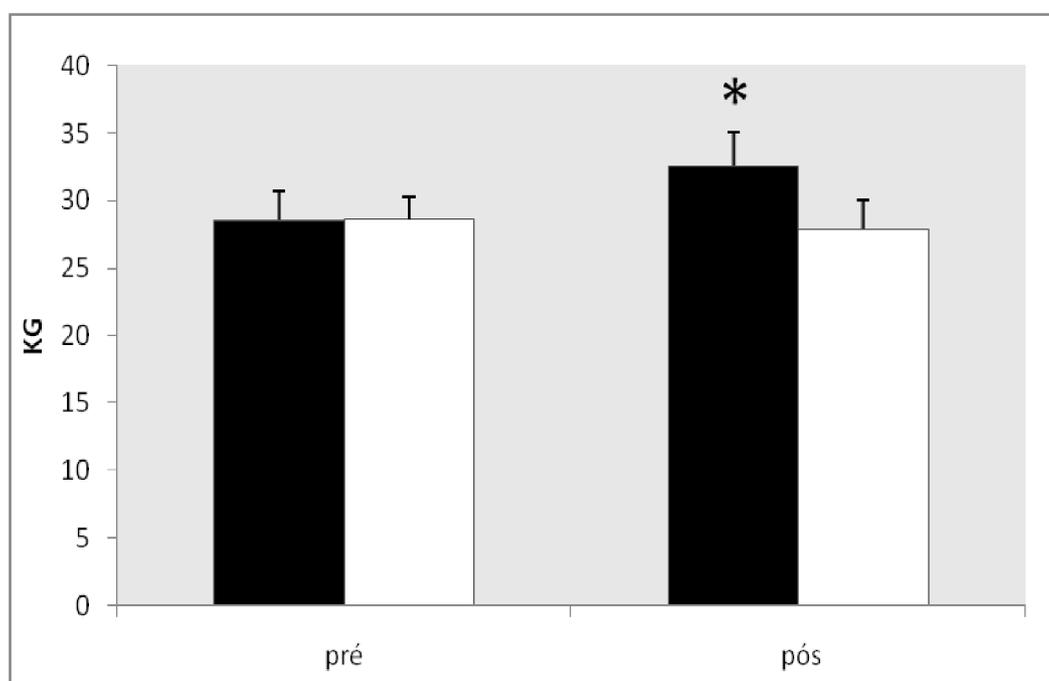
Resultado de 12 semanas de treinamento com pesos nos testes de 1RM no exercício supino vertical. Barras pretas correspondem ao grupo treinamento e as barras brancas correspondem ao grupo controle. Dados apresentados em média e erro-padrão, * Diferença estatisticamente significativa entre os momentos de pré e pós-treinamento, $P \leq 0,05$.
